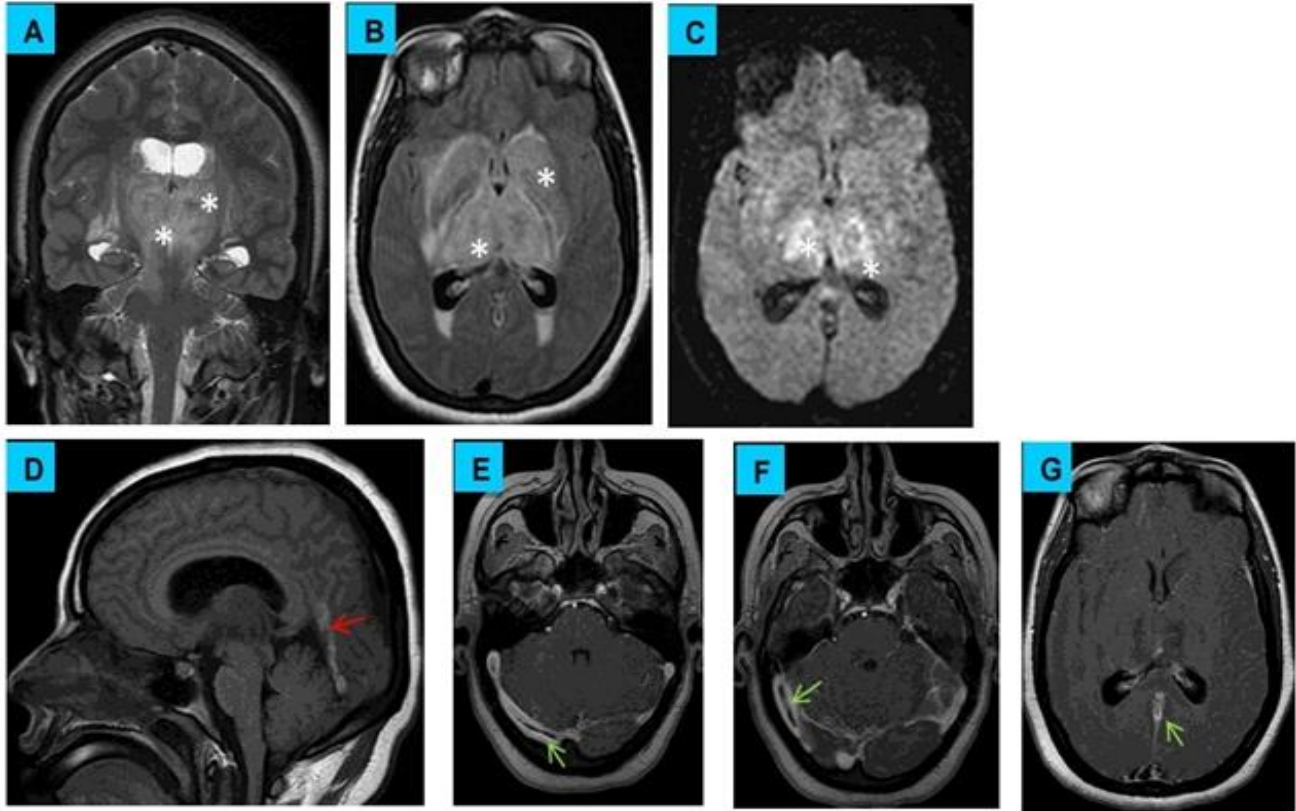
L'IRM cérébrale montre la présence de plages lésionnelles en hypersignal T2 (coupe coronale : A), FLAIR (coupe axiale : B), et restrictive en diffusion (coupe axiale : C).
